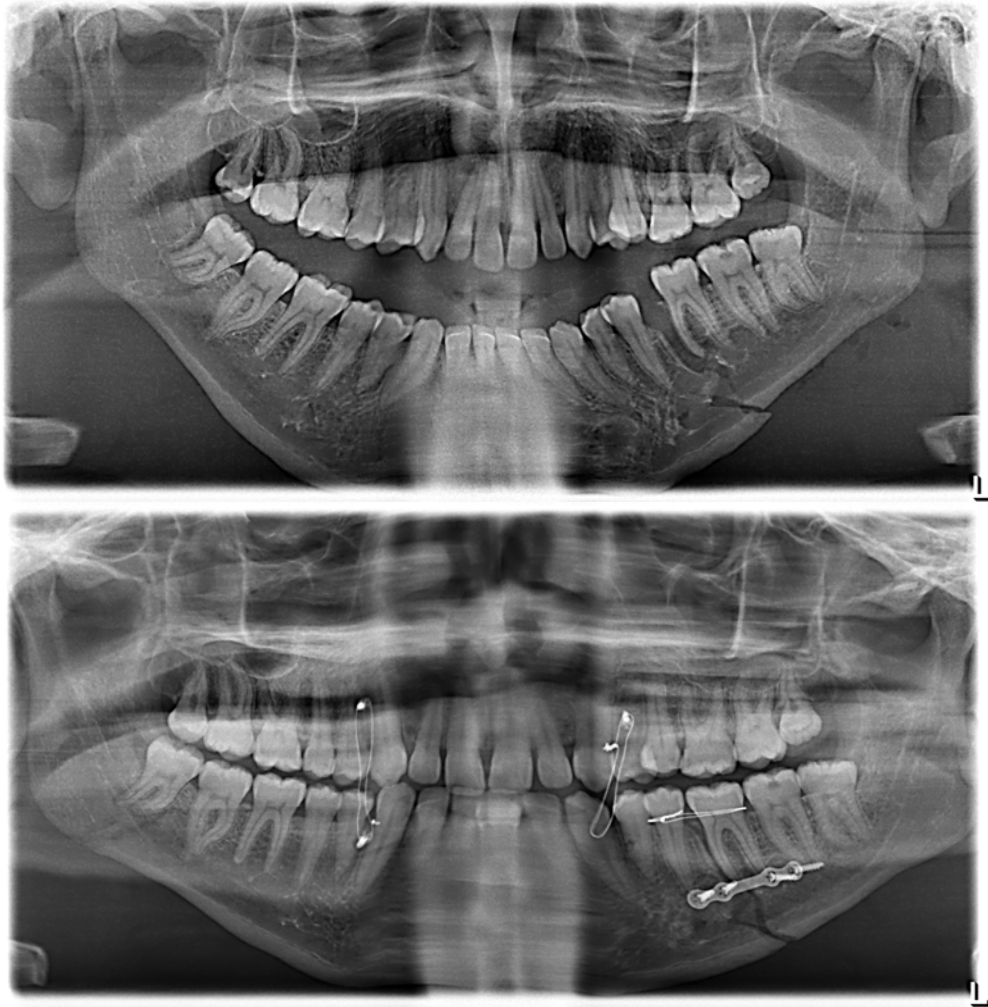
Ostéosynthèses par plaques. Radiographies pré-thérapeutique et post-thérapeutique.
